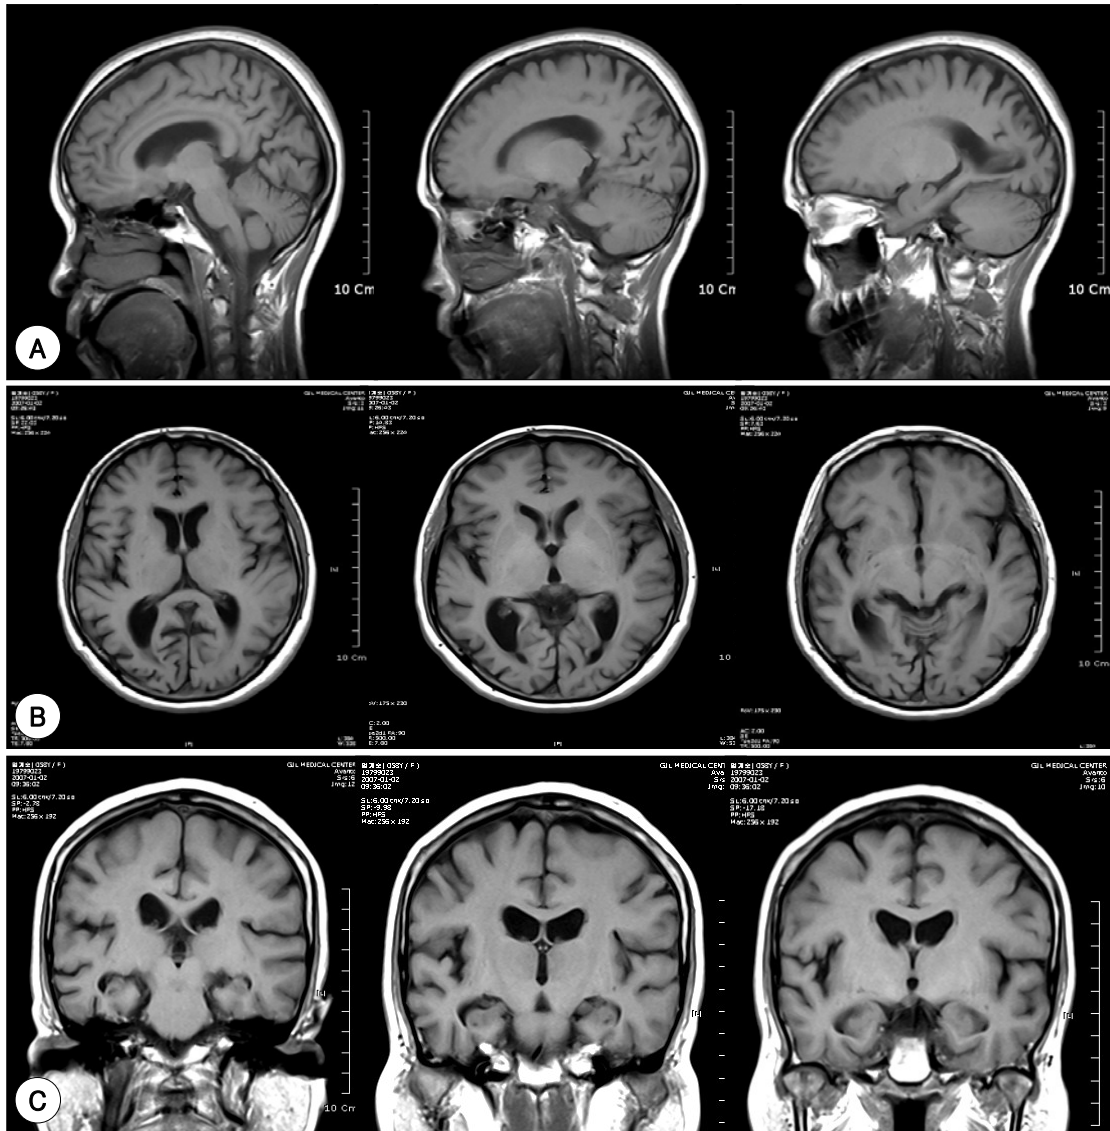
Brain MRI, checked at January, 2007. This picture show marked atrophy in bilateral occipital, parietal, and temporal cortices, especially right than left hemisphere. Both hippocampi are relatively spared than other cortical areas. T1-weighted image A) sagittal, B) axial, and C) coronal views of the brain MRI.
